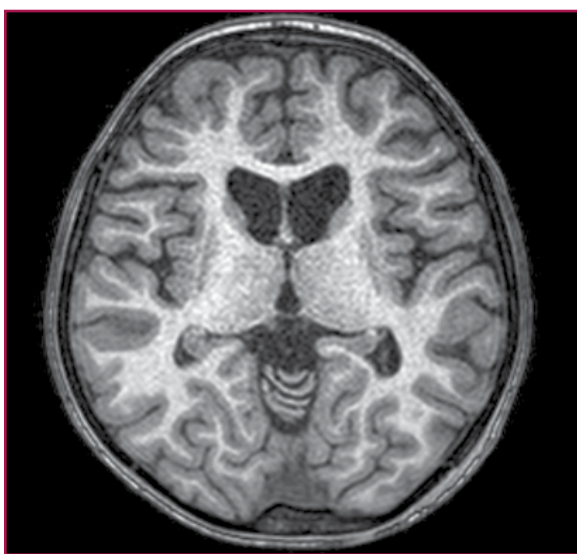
RM de la paciente. Se observa atrofia cortico sub-cortical difusa con ventriculomegalia secundaria e importante atrofia de cabeza de núcleos caudados.
